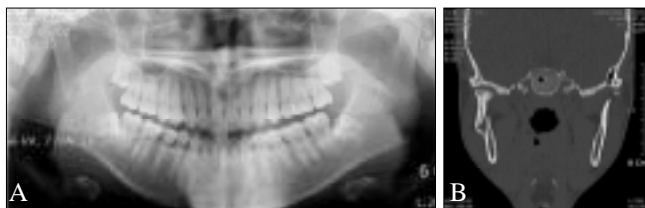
CT and Panoramic view showing displaced subcondylar fracture)
